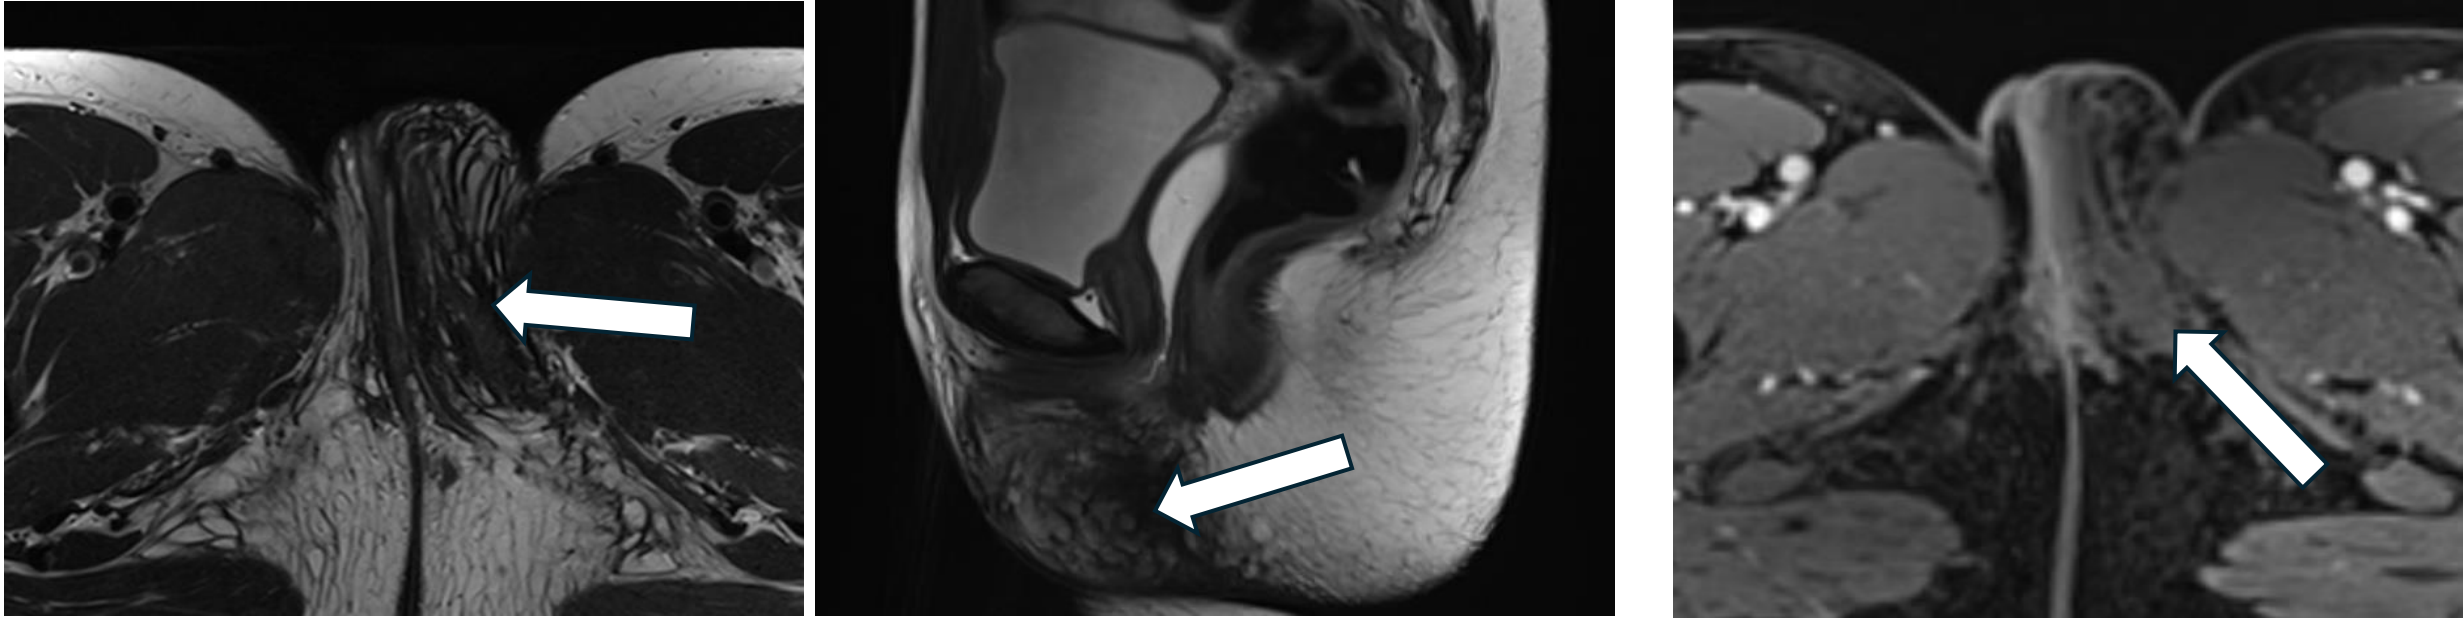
Cortes axial y sagital (izquierda) de RM en secuencia T2 TSE Dixon *in-phase* con contraste intravaginal, que muestran tractos fibrosos (flecha blanca) en labio mayor izquierdo en una paciente mujer.
